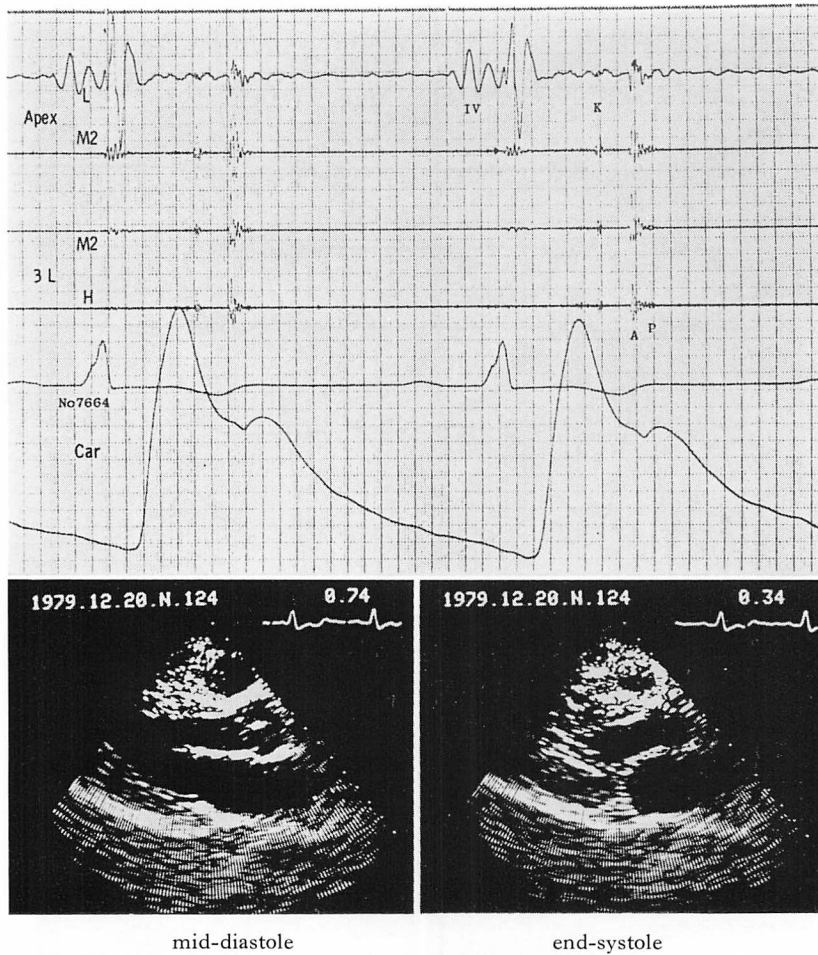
Phonocardiogram and two-dimensional echocardiograms in a patient with apical hypertrophic type of HCM (a 32-year-old male).
